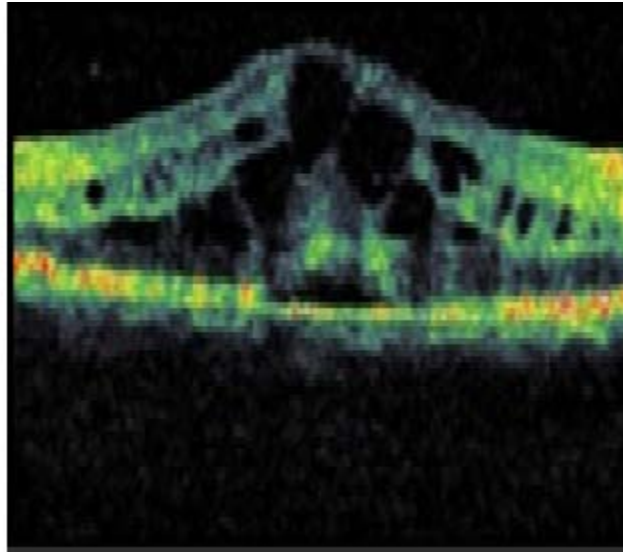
Coupe de tomographie en cohérence optique maculaire montrant un œdème maculaire cystoïde
